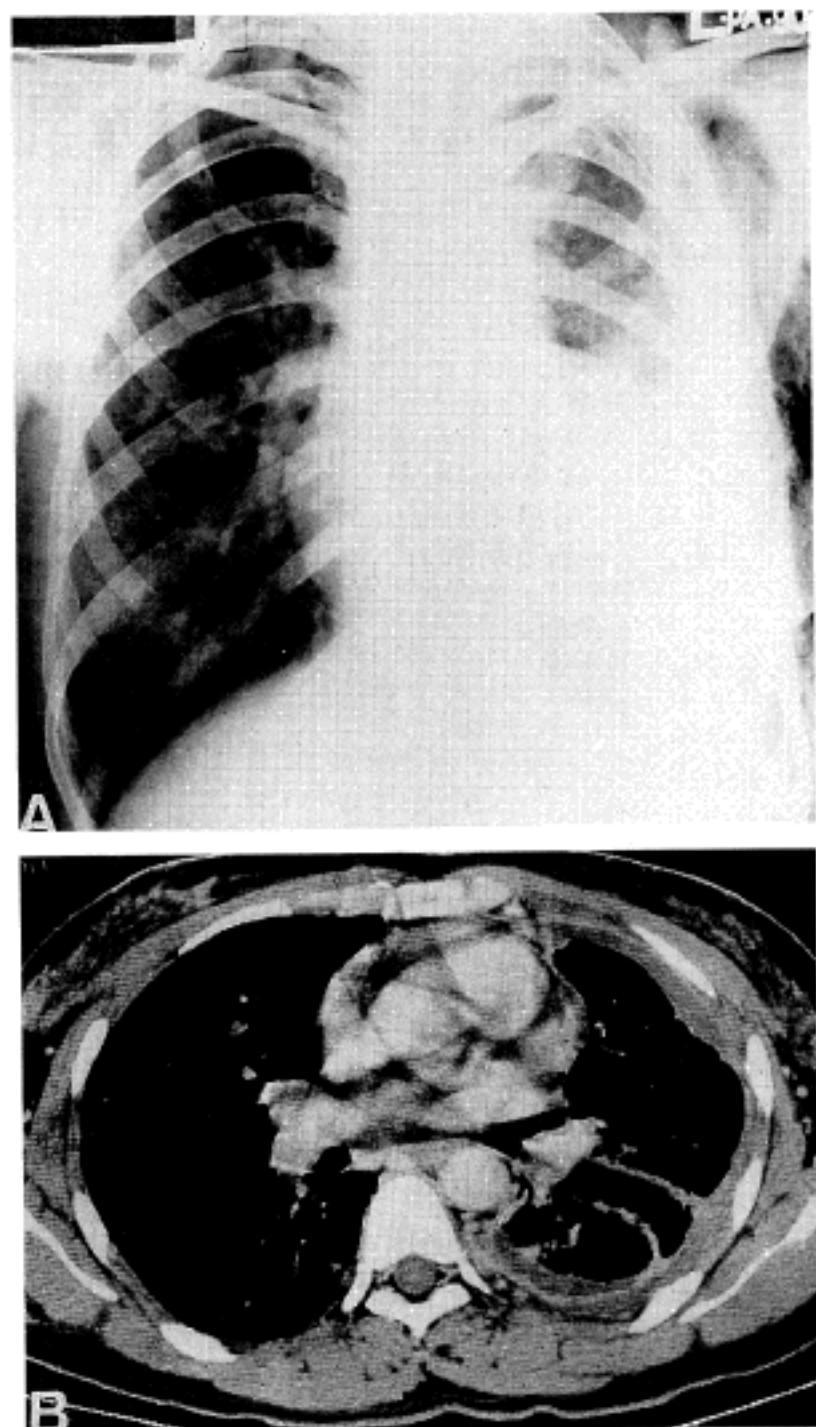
Chest roentgenograph(a) and computed tomograph(b) of the patient, both showing multiple small nodular densities in both lung fields. Left pleural effusion and thickening with partial collapse of the left lung are noted.
